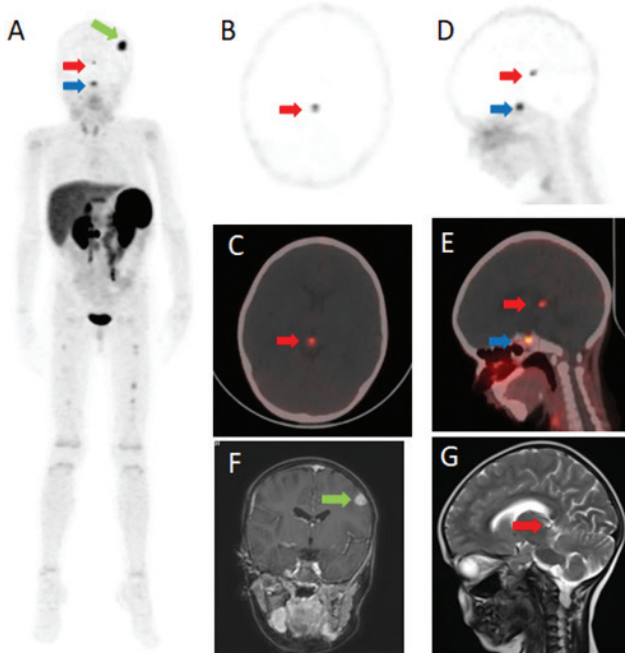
Olgu 1; MIP (A), transaksial PET ve PET/BT (B, C), sagittal PET ve PET/BT (D, E). Ga-68 DOTATATE PET/BT'de epifiz (kırmızı ok) ve hipofize (mavi ok) ait fizyolojik aktivite tutulumları ile MR aksiyel kesit ve sagittal kesitte (F, G) epifiz loju gösterilmekte MIP: Maksimum intensite projeksiyon, PET/BT: Pozitron emisyon tomografi/bilgisayarlı tomografi, MR: Manyetik rezonans
